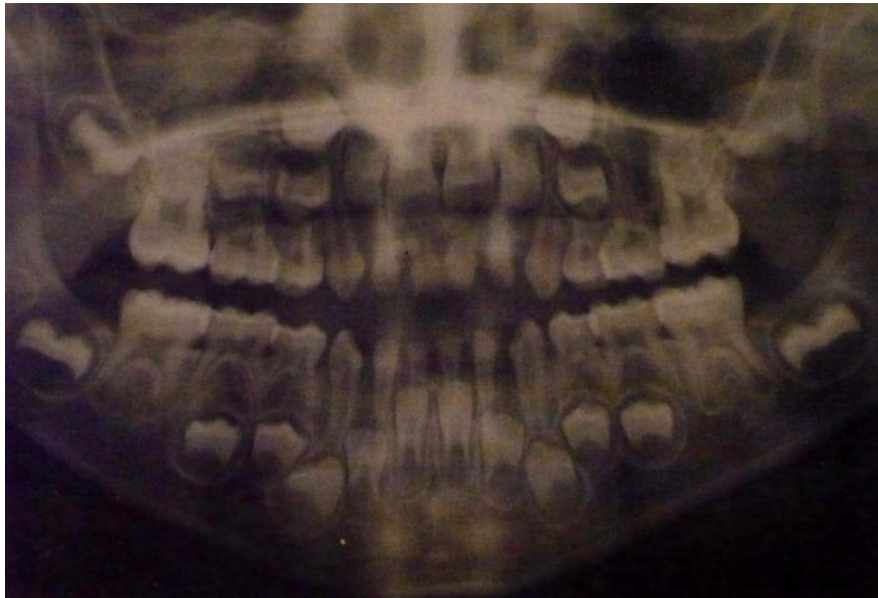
Radiografía panorámica de la primera fase de transición⁴⁷
